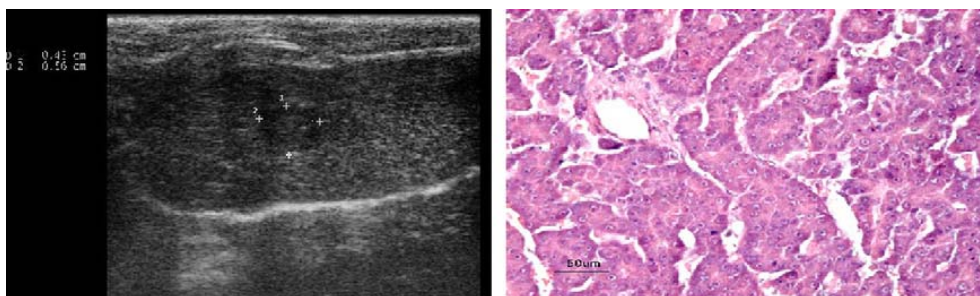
A sinistra un nodulo epatico ipoecoico rivelato mediante ultrasonografia. Esso è stato isolato dal parenchima, esaminato istologicamente e classificato come MD HCC (parte destra della figura).
